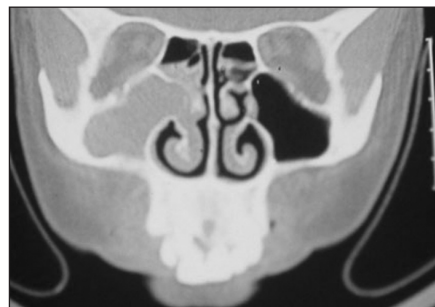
Corte coronal de tomografía computarizada sinusal. Se aprecia opacificación completa del seno maxilar derecho.
